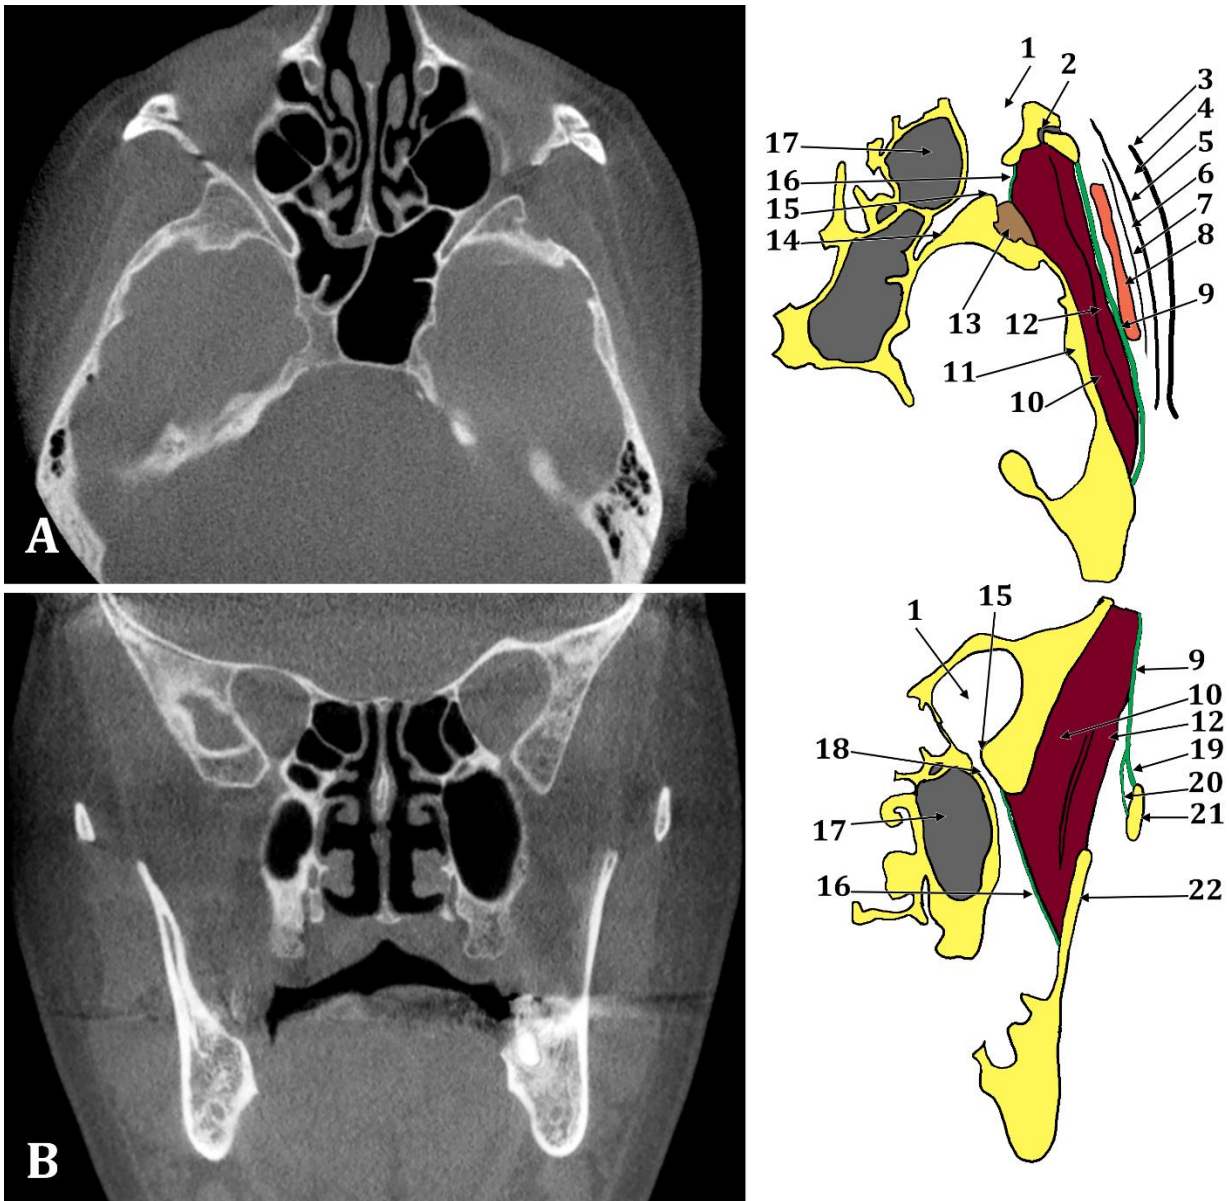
Secțiuni CBCT axială (A) și coronală (B) prin mușchiul temporal. Fasciile temporale. 1.orbita; 2.osul zigomatic, canalul zigomatic; 3.pielea regiunii temporale; 4.țesut subcutanat; 5.fascia temporoparietală (aponevroza epicraniană, galea aponeurotica); 6.planul neurovascular subgaleal; 7.fascia innominată; 8.corpul adipos temporal superficial; 9.fascia temporală superficială (aponevroza temporală); 10.parte profundă a m.temporal; 11.scuama temporalului; 12.parte superficială a m.temporal; 13.fasciculul superior al m.pterigoidian lateral, inferior de aripa mare sfenoidală; 14.fățu maxilară a aripii mari sfenoidale; 15.creasta orbitală (Henle) a aripii mari sfenoidale, delimitează extern fisura orbitală inferioară; 16.fascia temporală profundă; 17.sinusul maxilar; 18.fisura orbitală inferioară (sfenomaxilară); 19.foița superficială a aponevrozei temporale; 20.foița profundă a aponevrozei temporale; 21.arcada zigomatică; 22.procesul coronoid.
